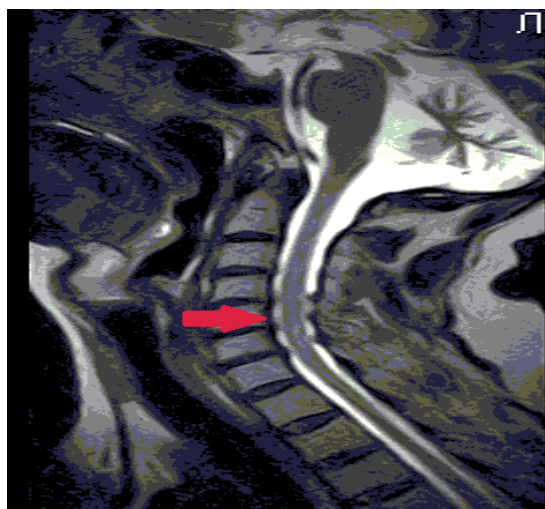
МРТ шейного отдела позвоночника и головного мозга.
